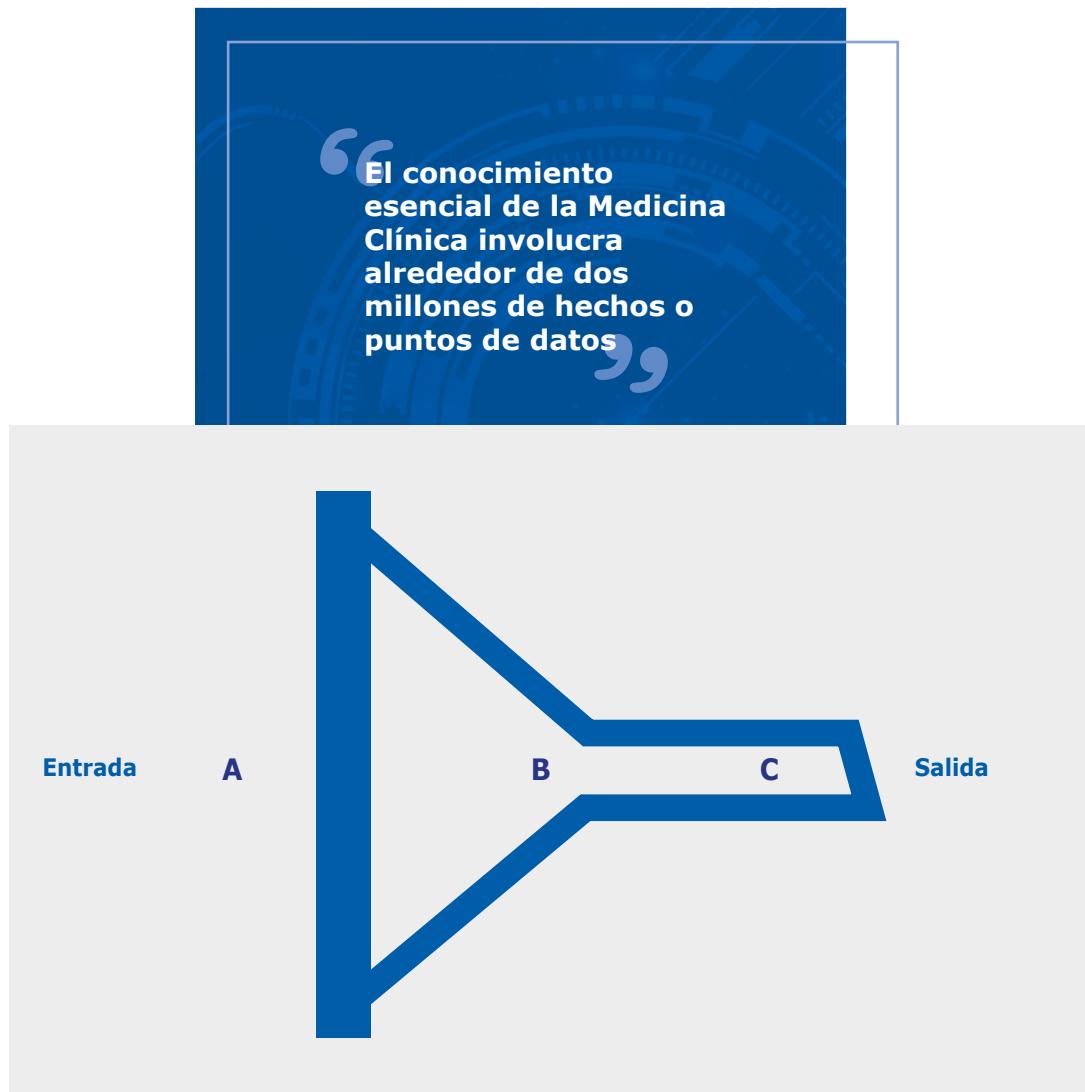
Forma convencional de la práctica de la Medicina Clínica frente al uso de la inteligencia artificial (IA). TC: Tomografía computarizada, RM: resonancia magnética, SPECT: tomografía computarizada por emisión de fotón único, PET: tomografía por emisión de positrones, EEG: electroencefalografía, EMG: electromiografía, PEs: potenciales evocados.
